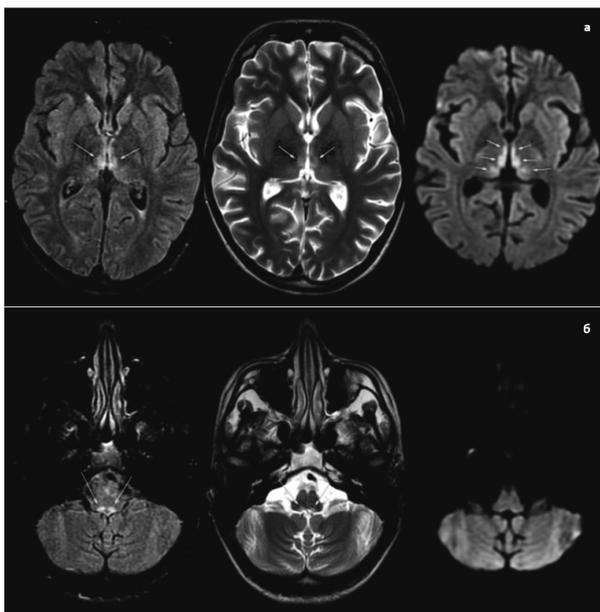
(а, б). МРТ головного мозга с контрастным усилением пациентки А., 15 лет. Стрелками указаны очаги измененного сигнала
